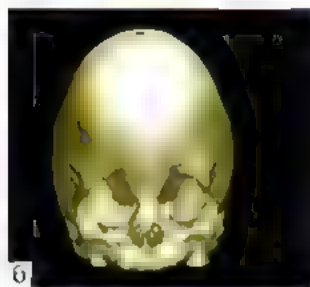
Платицефалия — закрытие правого коронарного шва, уплощение правой половины лба с приподниманием правой орбиты: а — рентгенограмма черепа; б — КТ, трехмерная реконструкция
